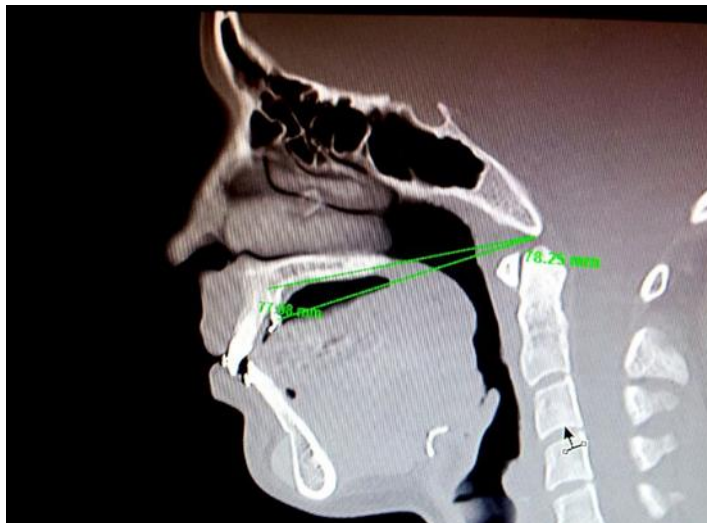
Tomografía axial computarizada del macizo facial con cortes sagitales para medir la estabilidad de la punta del tornillo como efecto de la distalización molar.
